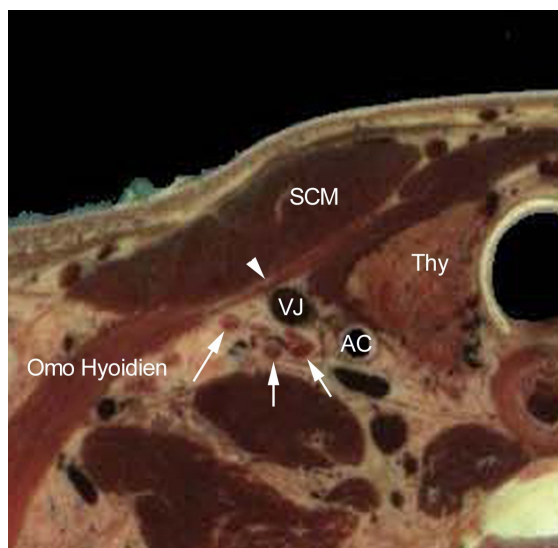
muscle omo-hyoïdien. Coupe anatomique qui montre la lame fibreuse (tête de flèche) située en avant des racines du plexus brachial (flèches). SCM : muscle sterno-cléido-mastoïdien ; VJ : veine jugulaire, AC : artère carotide. Coupe échographique axiale mettant en évidence la partie fibreuse du muscle (flèches).
